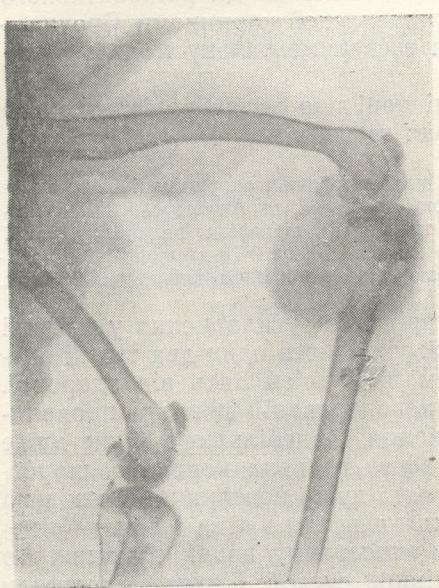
Рентгенограма кролика № 7. Пухлина, що розвинулась через 6 міс. після введення в кістку парафінової піллюлі з 9-10-диметил-1, 2-бензантраценом. Фото.
